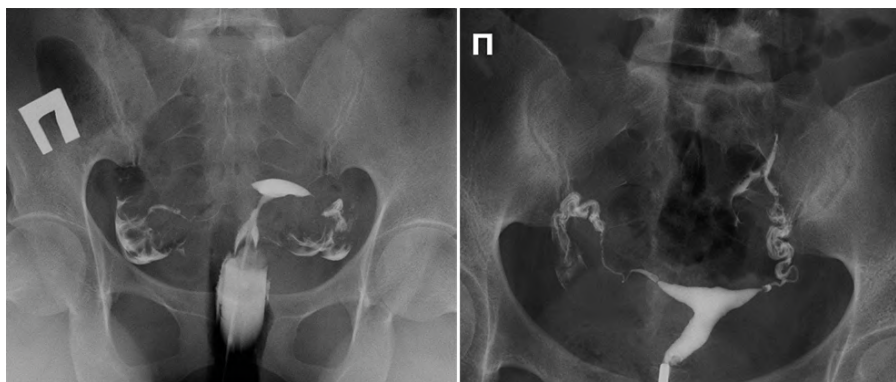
Рентгенограмма. Гистеросальпингография
